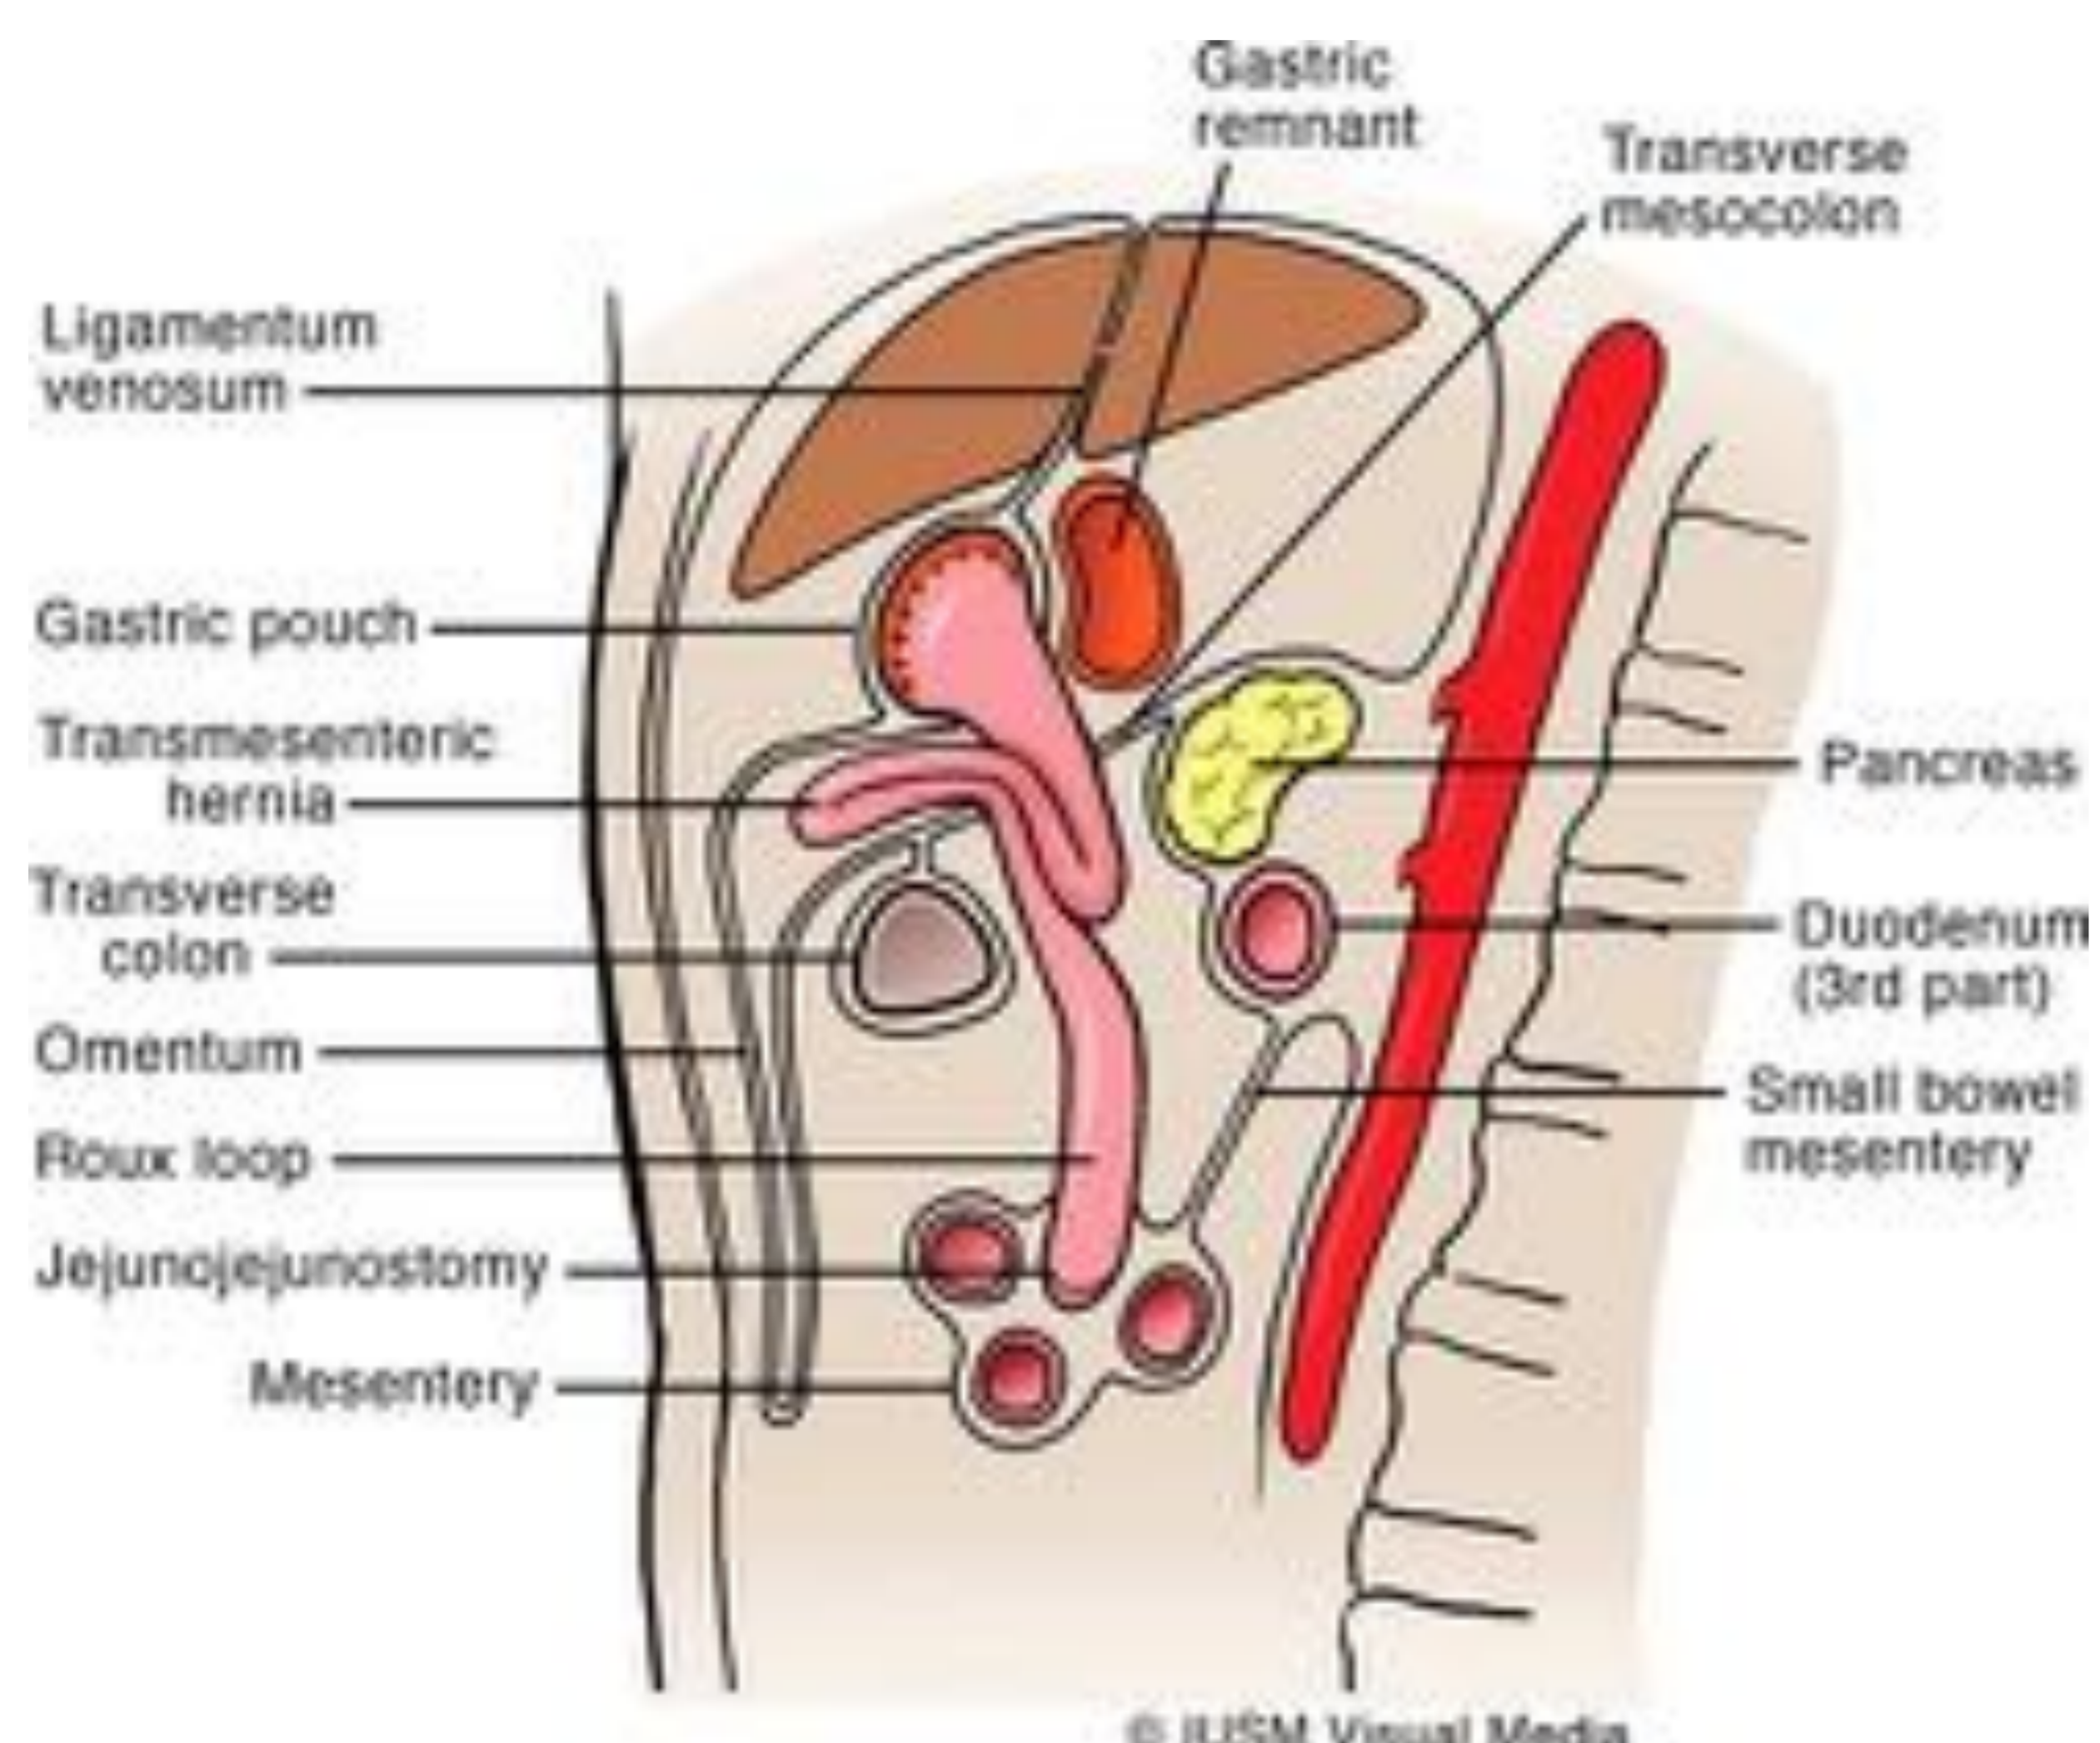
Ilustración gráfica de los principales divisores peritoneales. *Peritoneal and Retro-peritoneal Anatomy and Its Relevance for Cross Sectional Imaging. Tirkes T. et al. Radiographics. November, 2012.*
